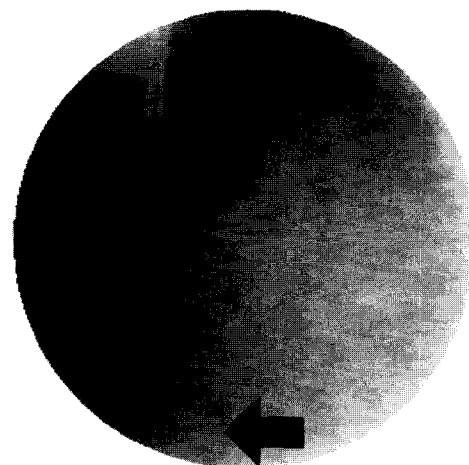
X-Ray image representing diaphragmatic width of professional singer's case after 10 sec in holding a deep breath while phonating "a"
